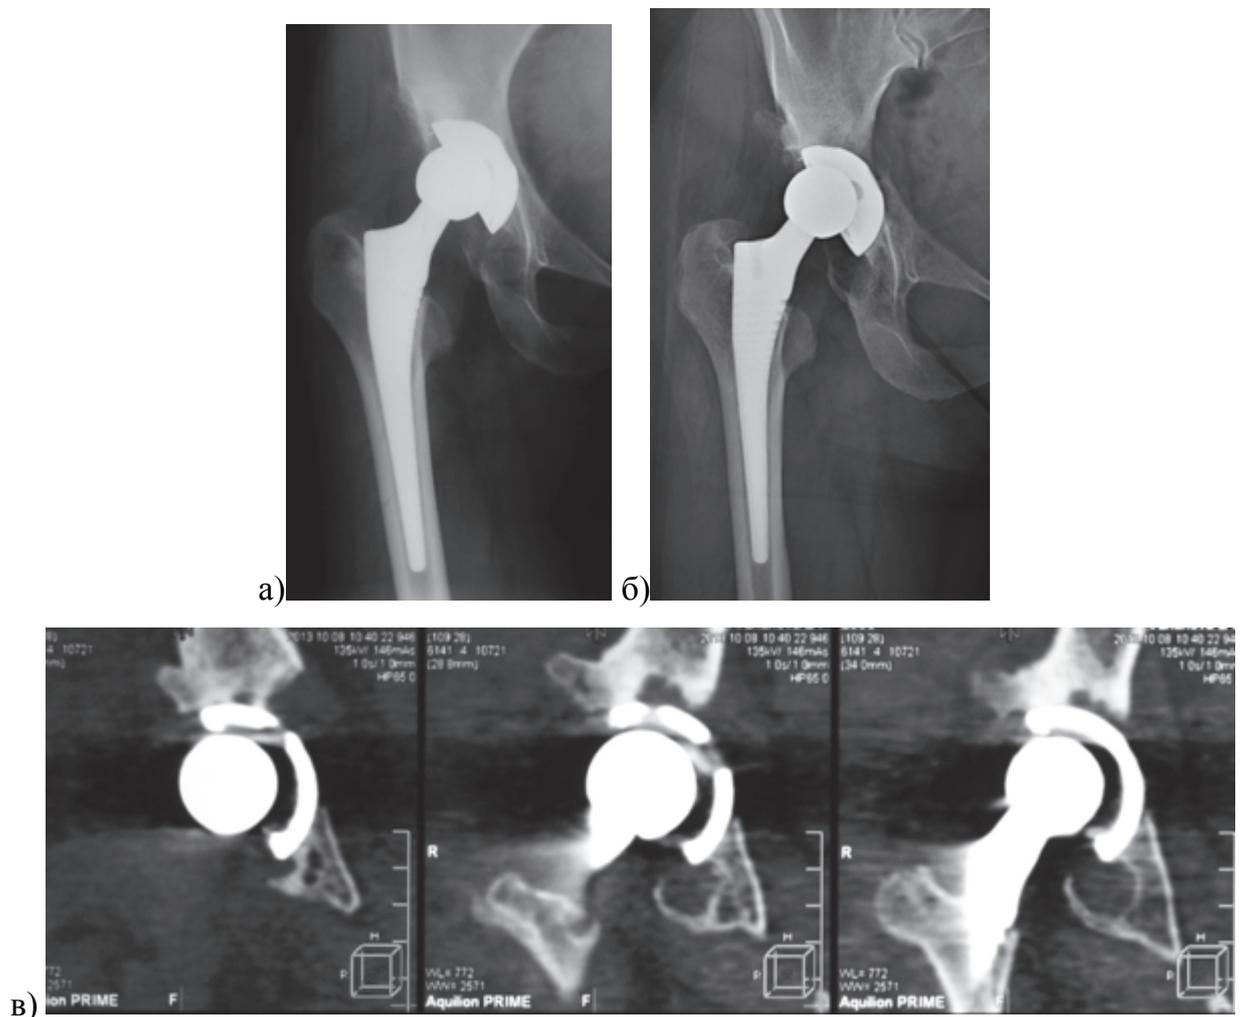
Рентгенограммы и КТ пациентки 39 лет с диспластическим артрозом правого тазобедренного сустава: а) избыточная медиализация в сочетании с высоким центром ротации и более вертикальной позицией вертлужного компонента при первичном эндопротезировании; б) через 2 года после операции определяется отчетливая децентрация головки бедренного компонента и захождение вертлужного компонента за линию Kohler; г) при компьютерной томографии хорошо визуализируются медиальная стенка и проявления остеолитических изменений вокруг чашки
